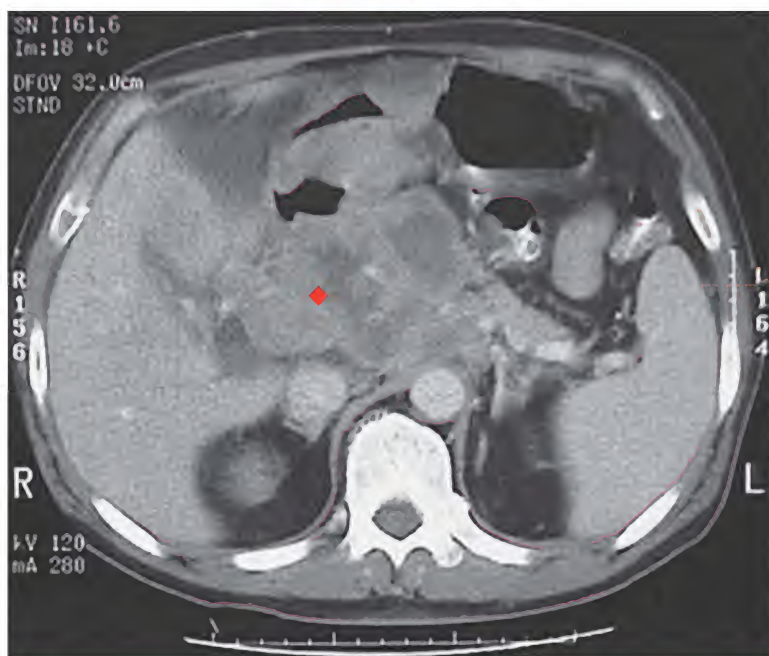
Adenocarcinoma, tomografía computarizada
